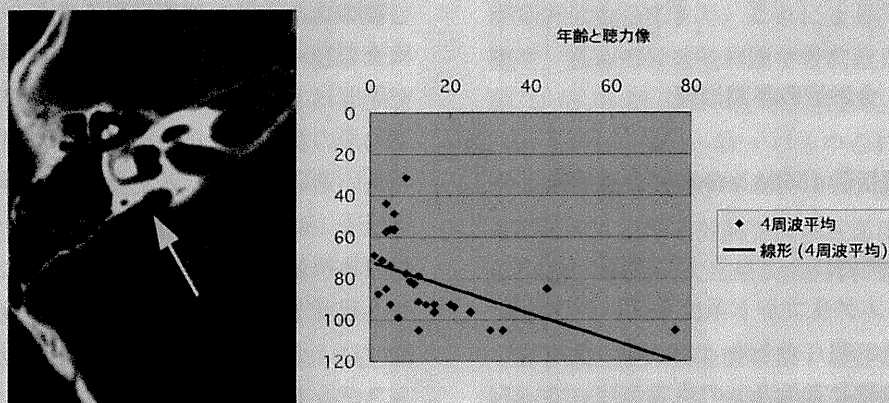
SLC26A4* 遺伝子変異による難聴患者のCT所見と難聴の進行度 (Suzuki et al., 2007)¹²⁾
